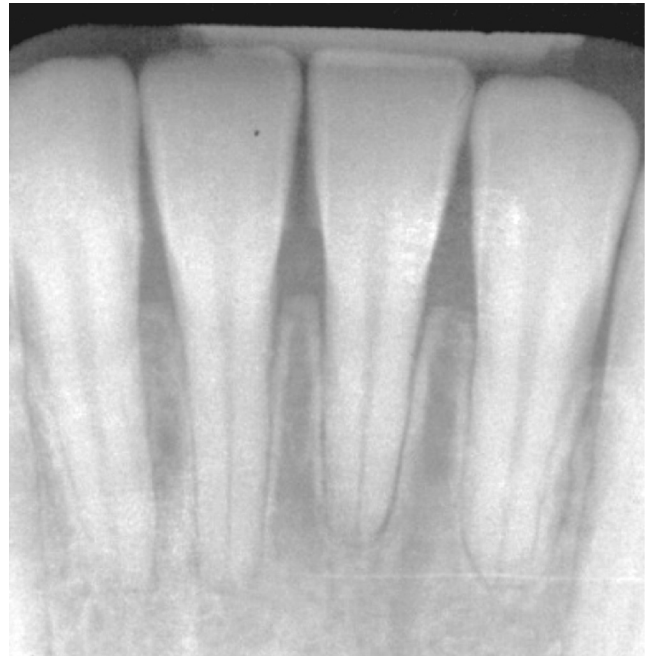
Radiografía periapical a los 6 años de tratamiento
